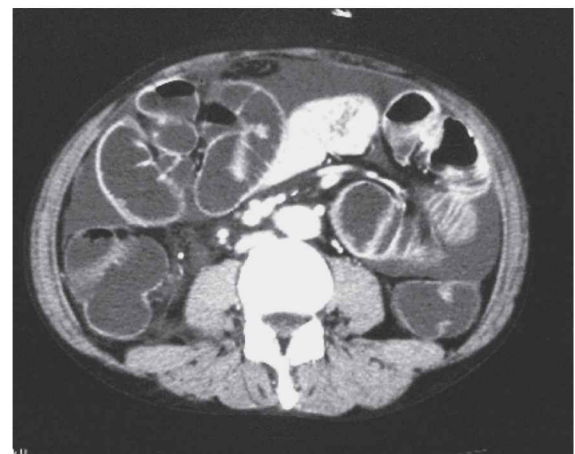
encapsulated peritoneal sclerosis CT 像
